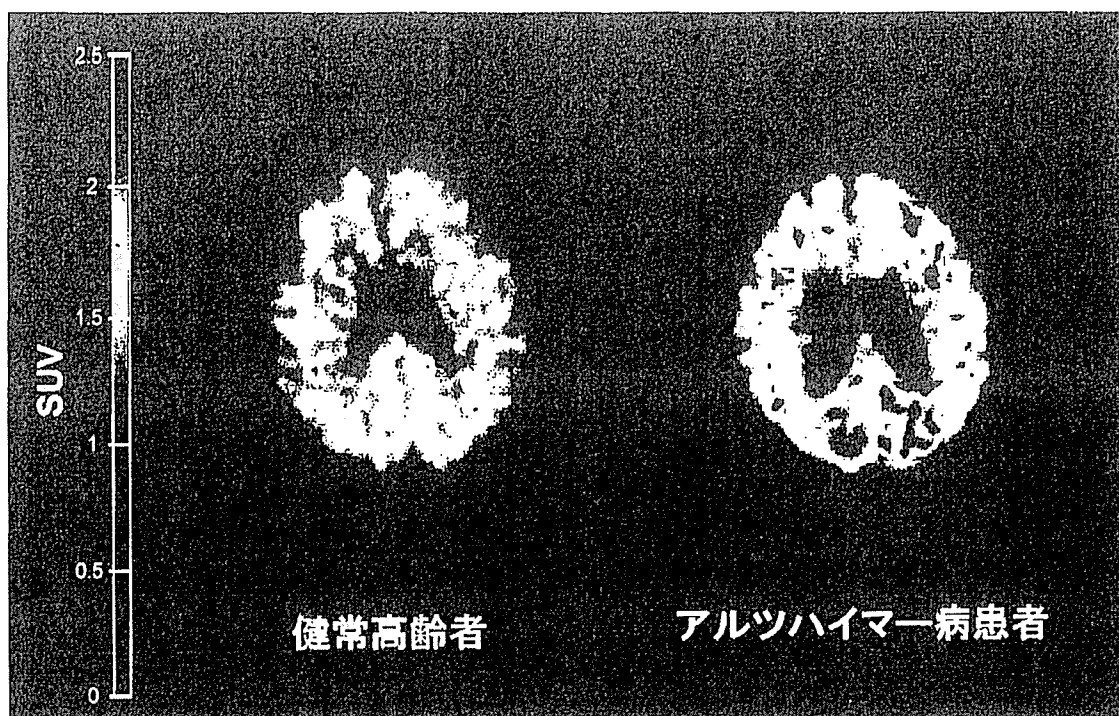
[11C] BF-227・PETのSUV (Standardized Uptake Value) 画像
